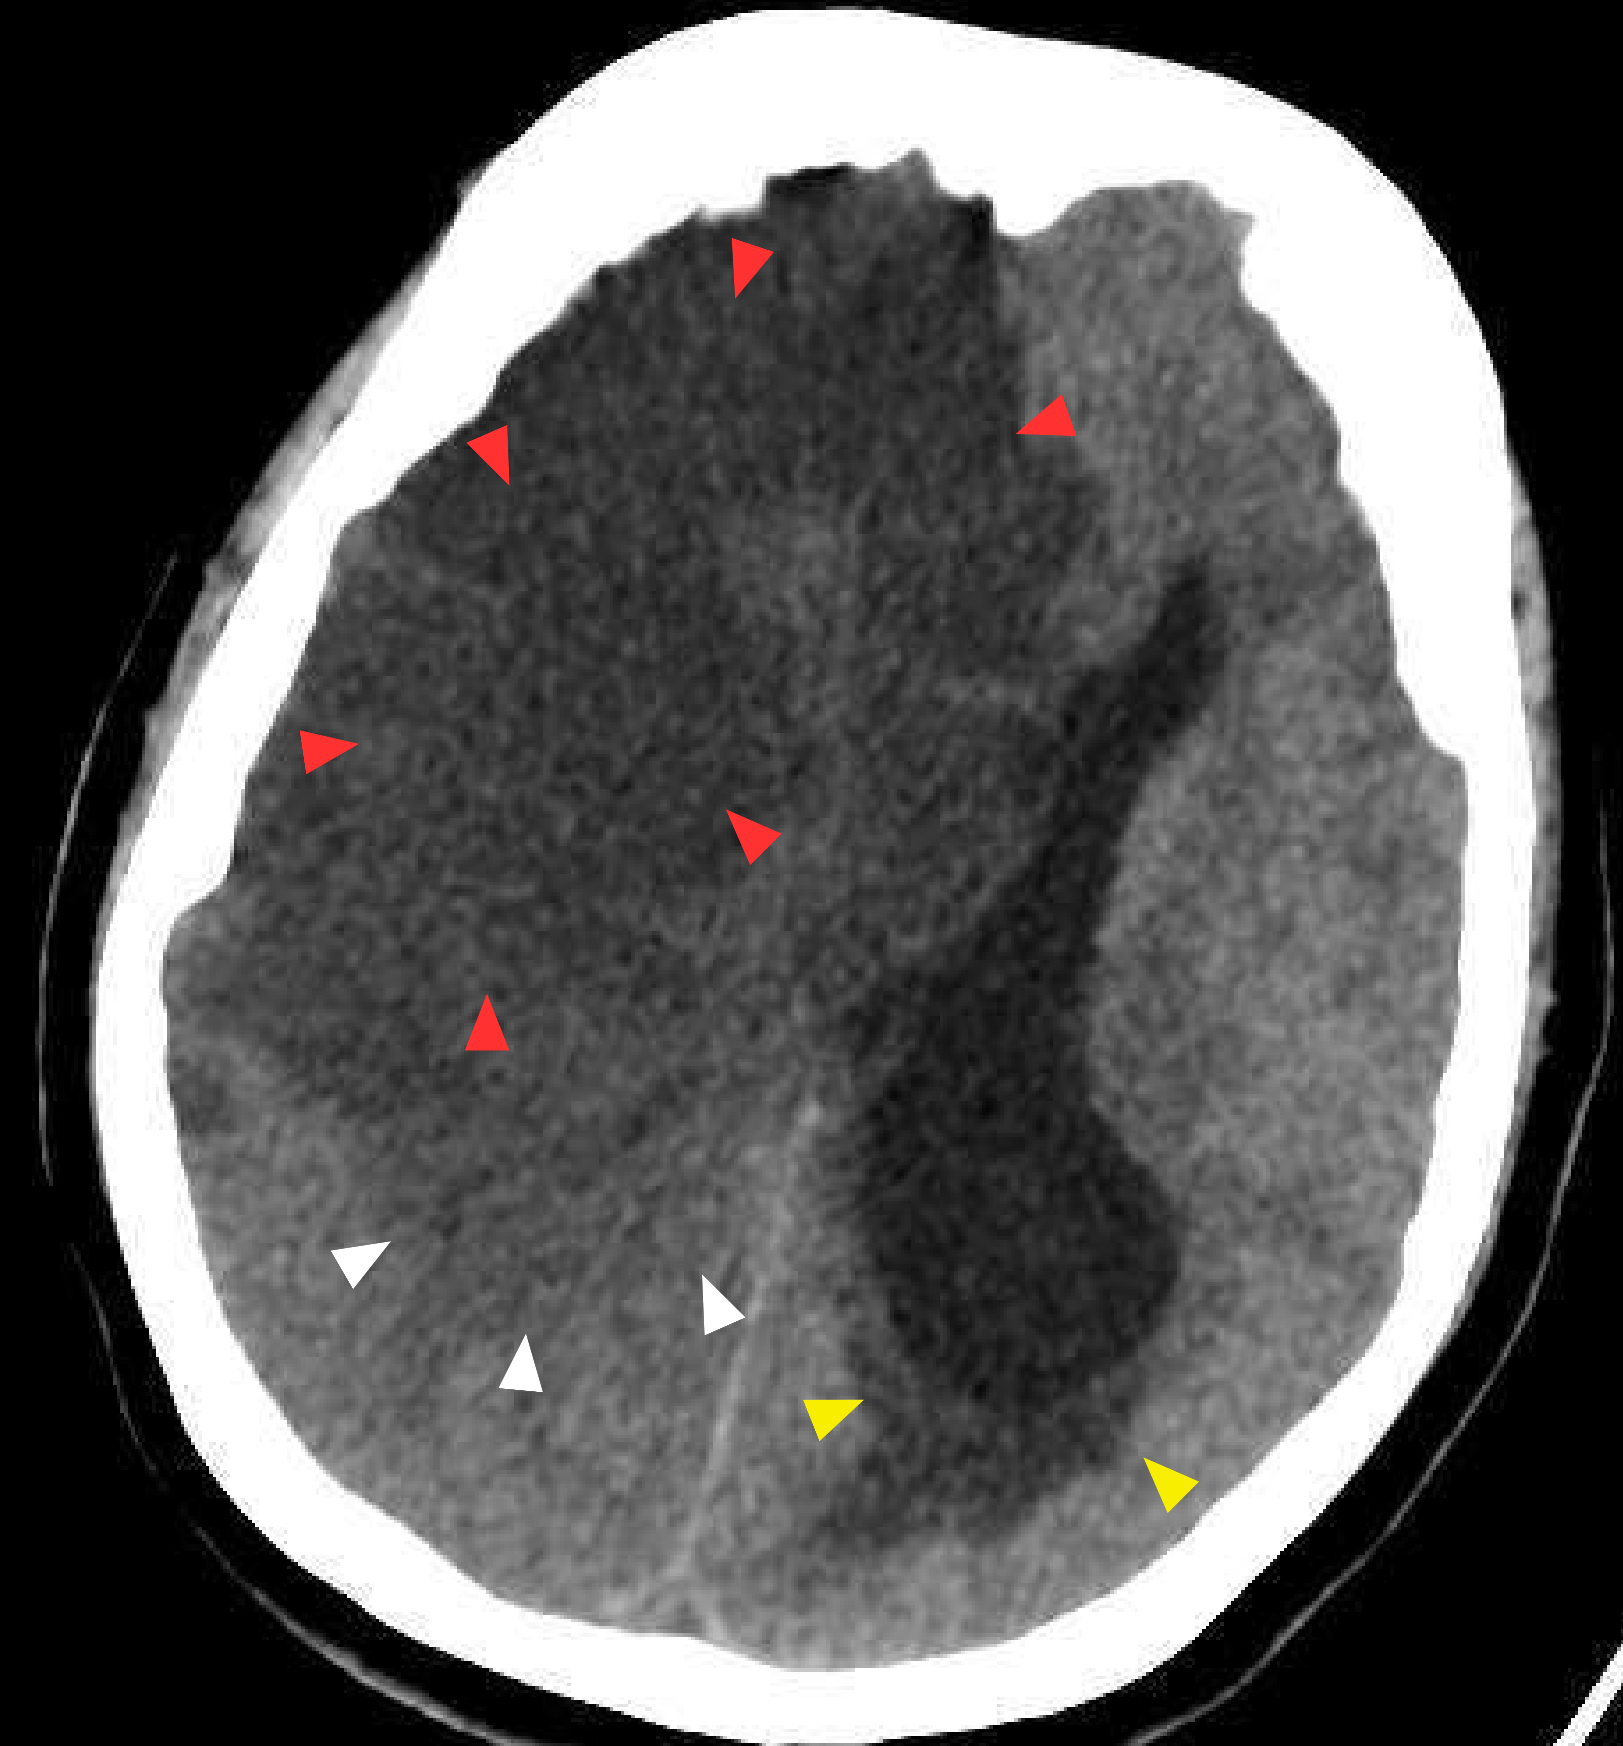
Paciente con infarto maligno de la arteria carótida interna derecha. La TC axial sin contraste muestra edema vasogénico (puntas de flecha blancas), edema citotóxico (puntas de flecha rojas) y edema hidrostático (puntas de flecha amarillas).
